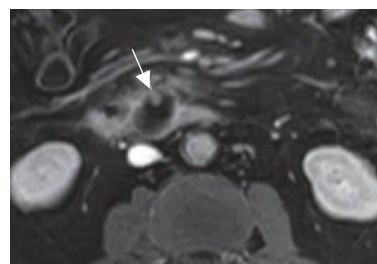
BD-IPMN mit wandständigem Knötchen, MRT t1 (Bollen and Wessels 2018)
